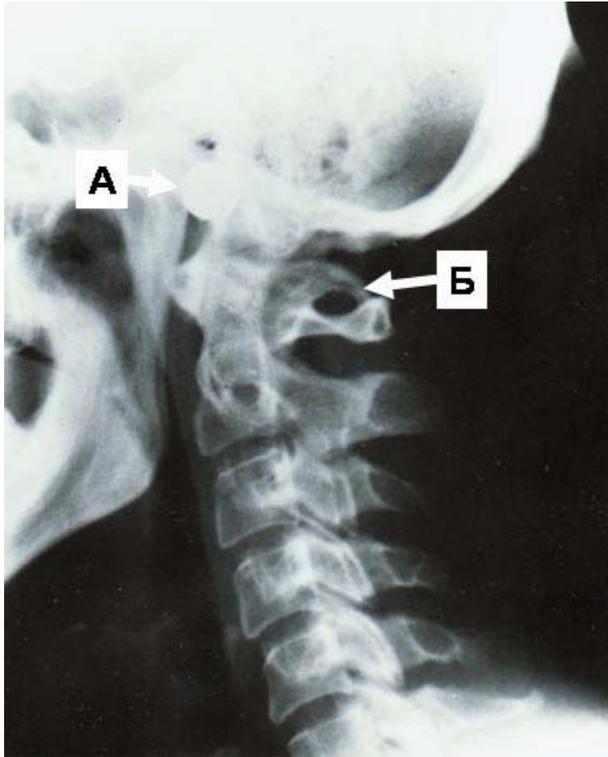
Рентгенографическое изображение костного канала на задней дуге атланта: А — рентгеноконтрастная метка шаровидной формы, Б — задний мостик атланта (аномалия Киммерле)
